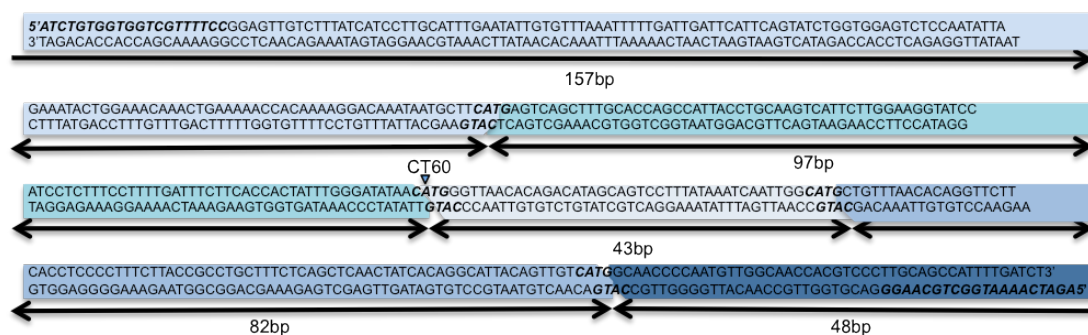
Darstellung des CT60A-PCR-Produkts mit vier Schnittstellen
